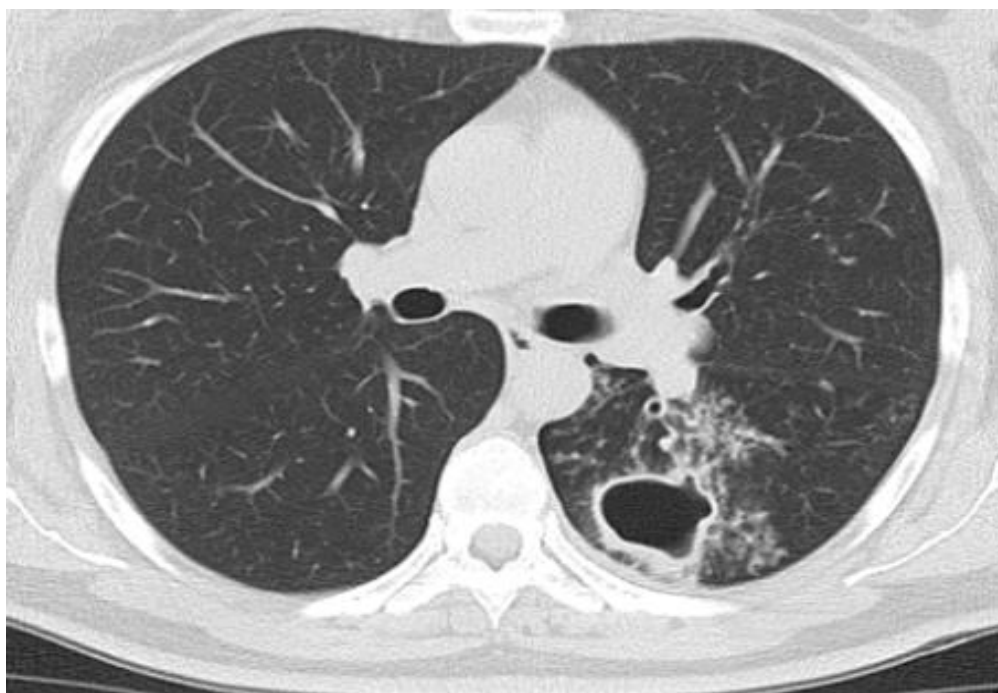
МСКТ ОГК на момент початку ІФ АМБТ: каверна середніх розмірів зліва з інфільтрованими стінками та вогнищами відсіву навколо
